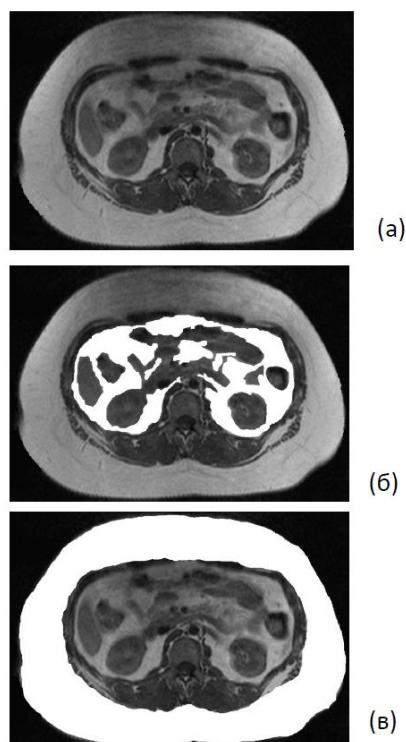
МРТ исследование интраабдоминальной жировой ткани
